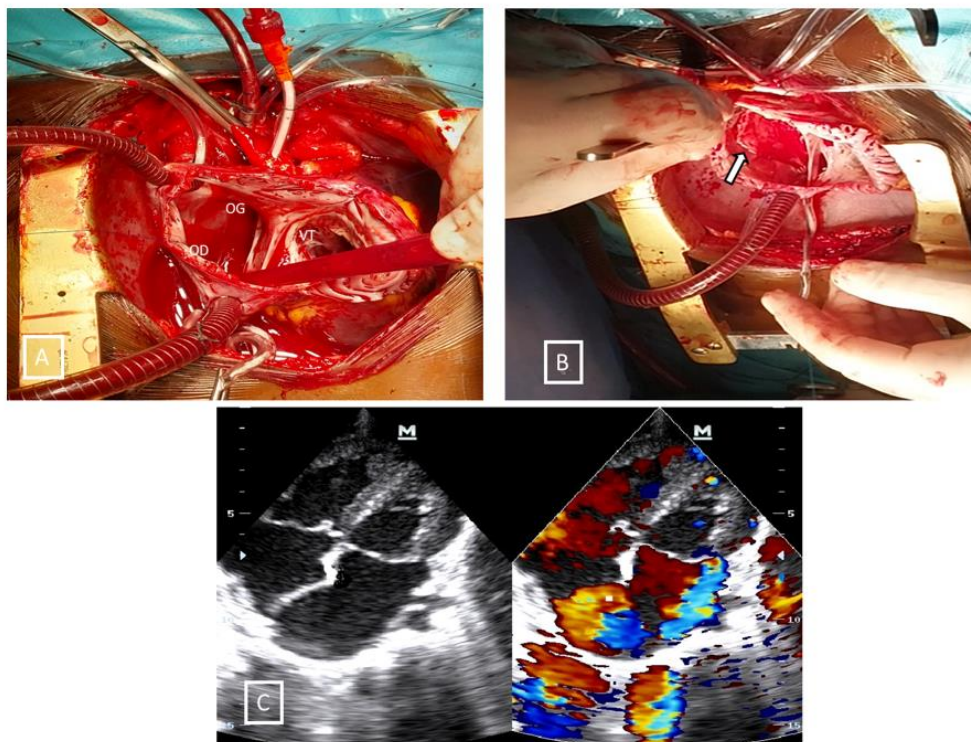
A : l'image met en évidence une absence totale du septum, OG : oreillette gauche, OD : oreillette droite, VT : valve tricuspide. B : la flèche indique le large patch de péricarde autologue utilisé pour la fermeture de la communication inter-atriale. C : image échocardiographique postopératoire mettant la reconstruction du septum interatrial
